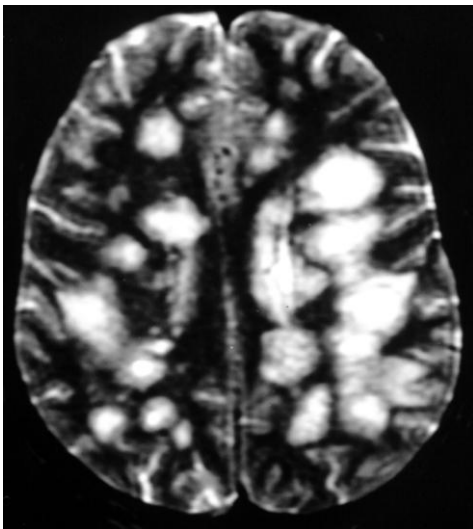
RM ponderada em T2. Corte axial. Múltiplas imagens hiperintensas e confluentes na substancia branca da região córtico-sub-cortical bilateral. Tratava-se de uma mulher de 28 anos, que dez dias após episódio infeccioso “viral” apresentou cefaléia, irritabilidade e confusão mental, seguida por crise convulsiva e hemiparesia esquerda. LCR normal exceto pela pleocitose linfocítica. Após um ciclo de pulsoterapia com corticosteróides houve recuperação do quadro clínico-neurológico e atenuação das lesões. Diagnóstico: ADEM.
